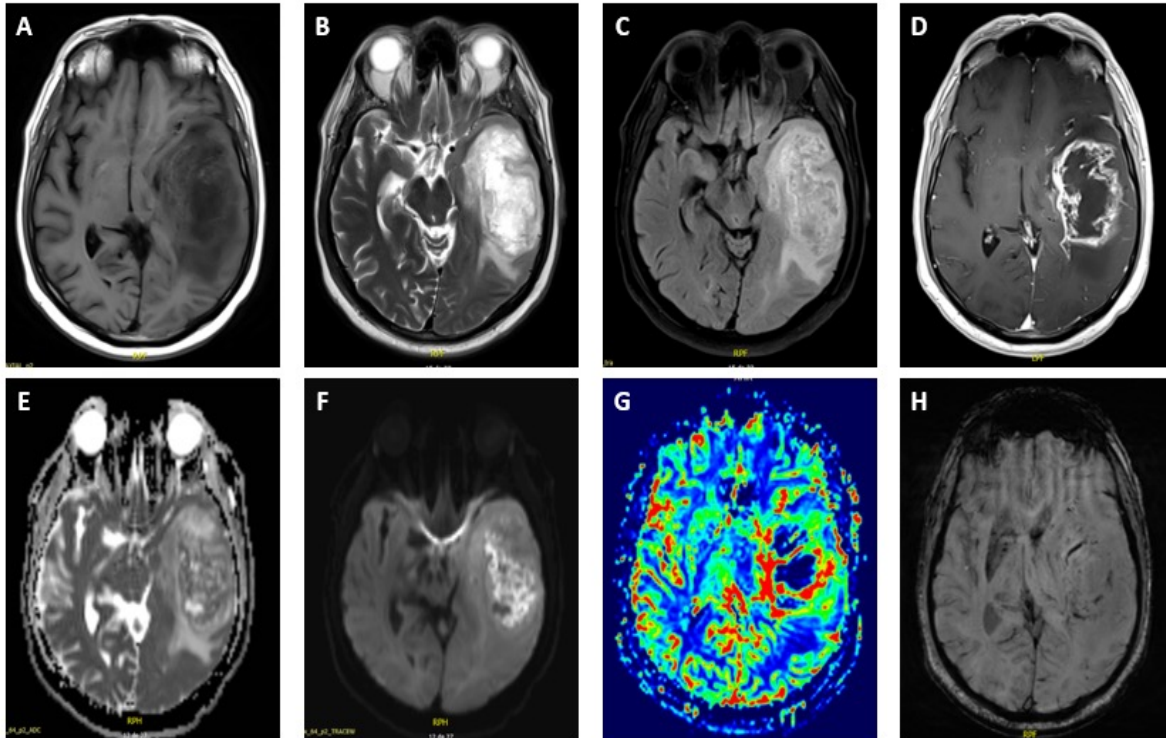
Lesión temporal izquierda. A, Hipointensa en T1. B, Hiperintensa en T2. C, Hiperintensa en FLAIR. D, Con un realce al medio de contraste en anillo grueso e irregular. E, En ADC se observan regiones hipointensas. F, En DWI se observan regiones hiperintensas lo que habla de cierto grado de restricción a la difusión posiblemente por necrosis. G, Aumento en las secuencias de perfusión secundario a la neovascularización. H, Se observa en la secuencia SWI unas hipointensidades que pudiesen corresponder a sangrado intratumoral. Hay que recordar que hay dos características muy específicas de glioblastoma: la necrosis y el sangrado intratumoral. Tomada de archivo con consentimiento del paciente.
